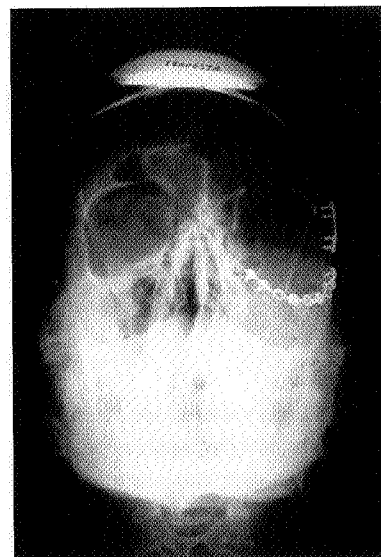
Controllo radiografico postoperatorio che evidenzia il ripristino osseo e le osteosintesi eseguite
